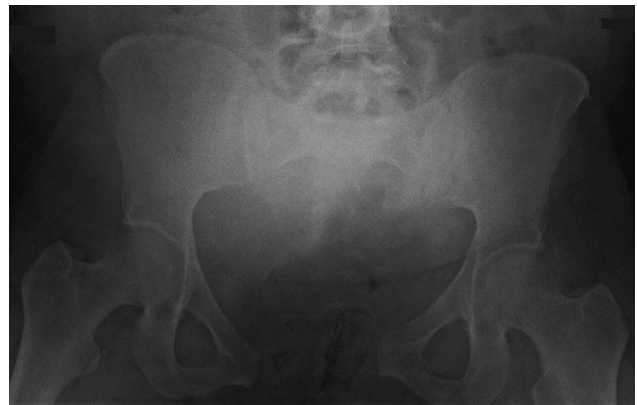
Radiografia anteroposterior da pelve que evidencia disjunção da sínfise púbica com 7 cm de diástase.
